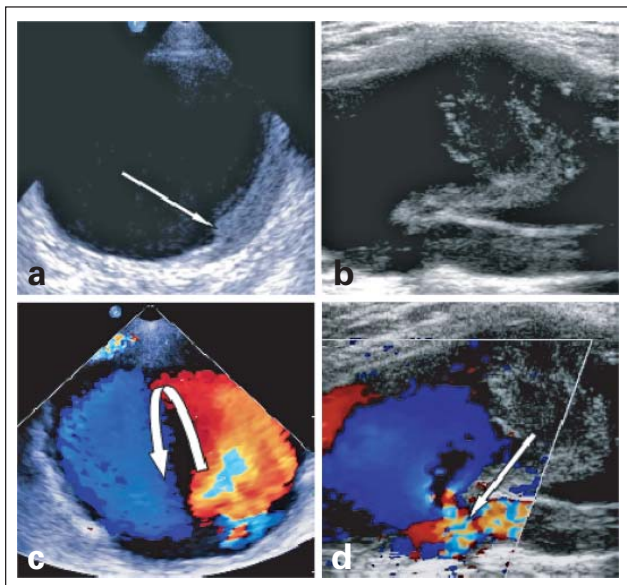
Duplexsonographie. (a): Nahtaneurysma rechts im Querschnitt mit semizirkulärem Thrombussaum (siehe Pfeil); (b): teilthrombosiertes Anastomosenaneurysma links (im Längsschnitt); (c): Kreiselströmung im Aneurysma rechts (Pfeil); (d): Profunda-Abgangsstenose links (Pfeil).
